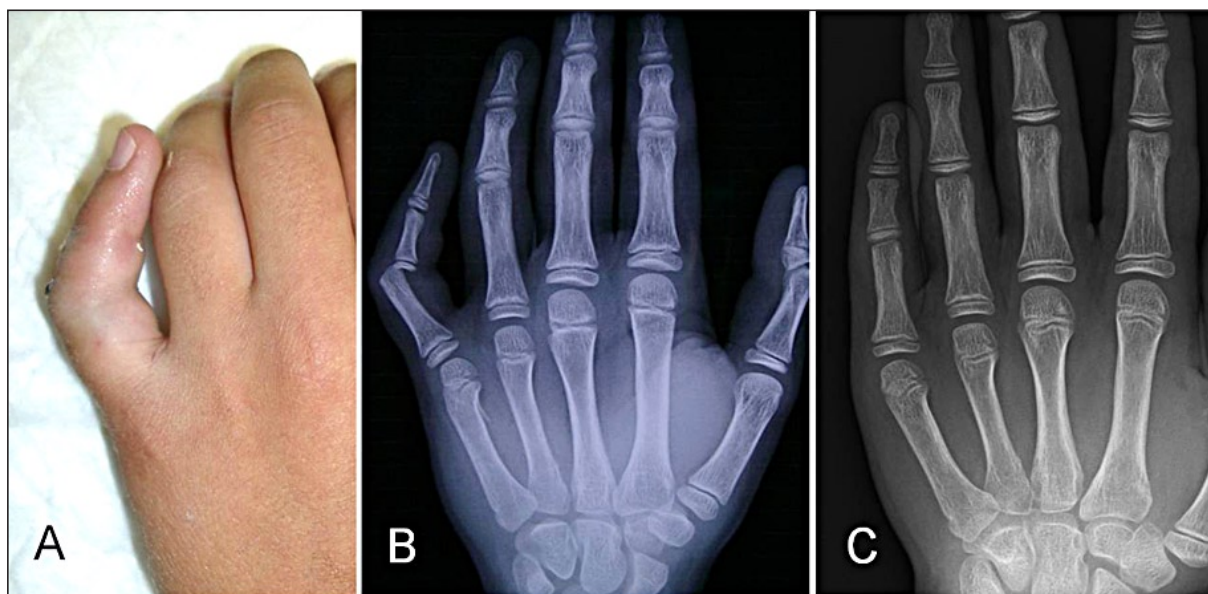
A: Luxación IFP del meñique. B: Radiografías iniciales. C: Reducción cerrada.
